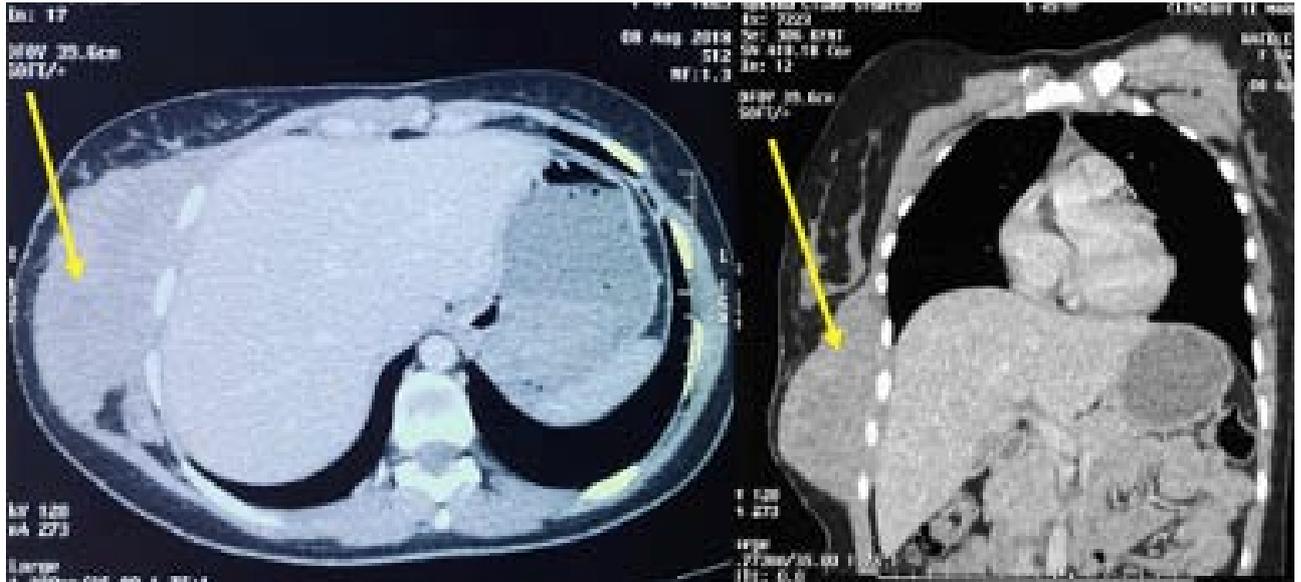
la TDM thoracique initiale (le08/08/2018)
